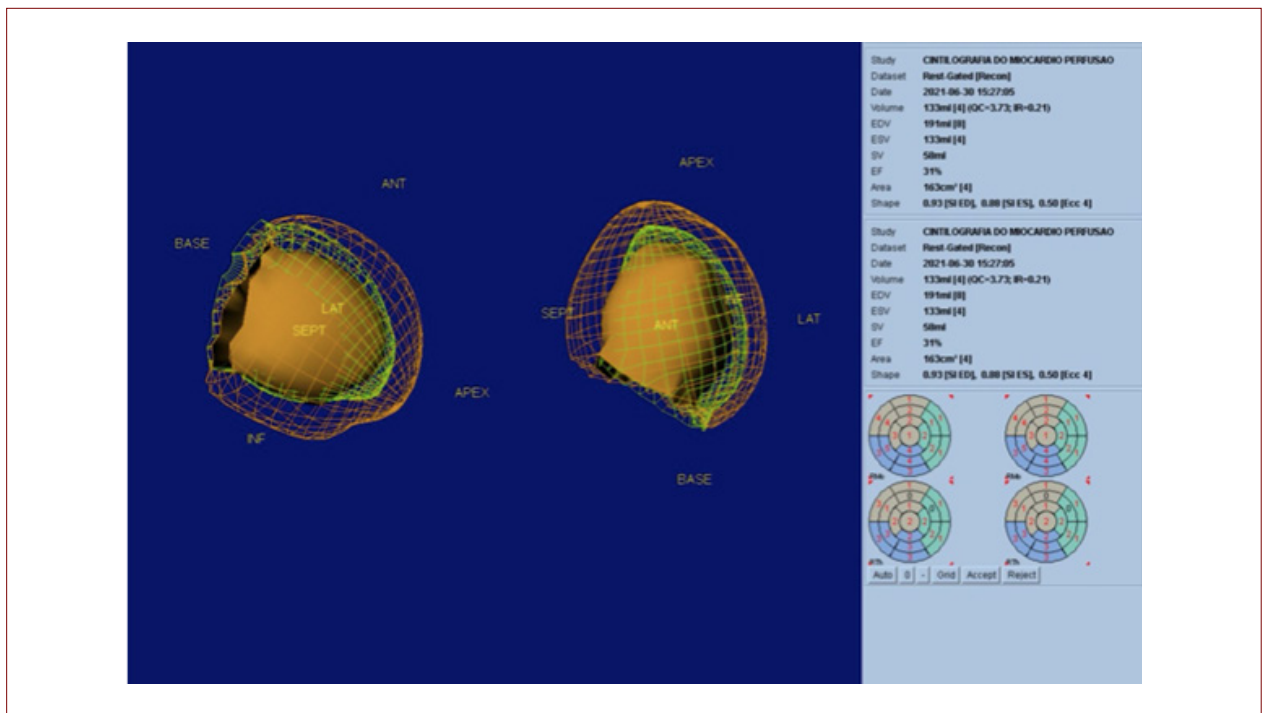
Gated-SPECT em repouso com uma reconstrução tridimensional do ventrículo esquerdo demonstrando fração de ejeção de 31%, aumento dos volumes ventriculares, acinesia inferior e discinesia inferosseptal. SPECT: tomografia computadorizada de emissão de fóton único.
